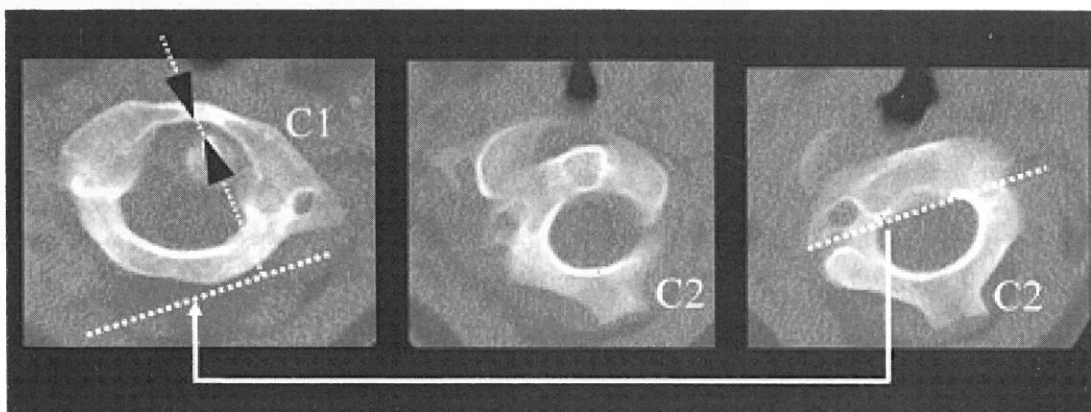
ADD measurement of CT.
